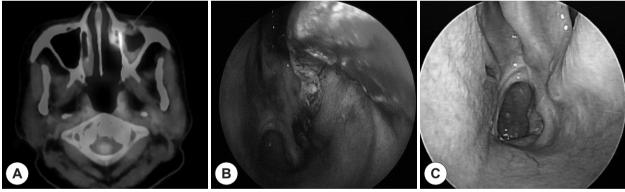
Postoperative PET-CT and endoscopic findings. (A) Focal hypermetabolism of the left nasal cavity in PET-CT findings after 1st operation. (B) 2nd operation was performed due to the possibility of residual tumor. (C) There was no any local recurrence in the follow-up for 18 months.
